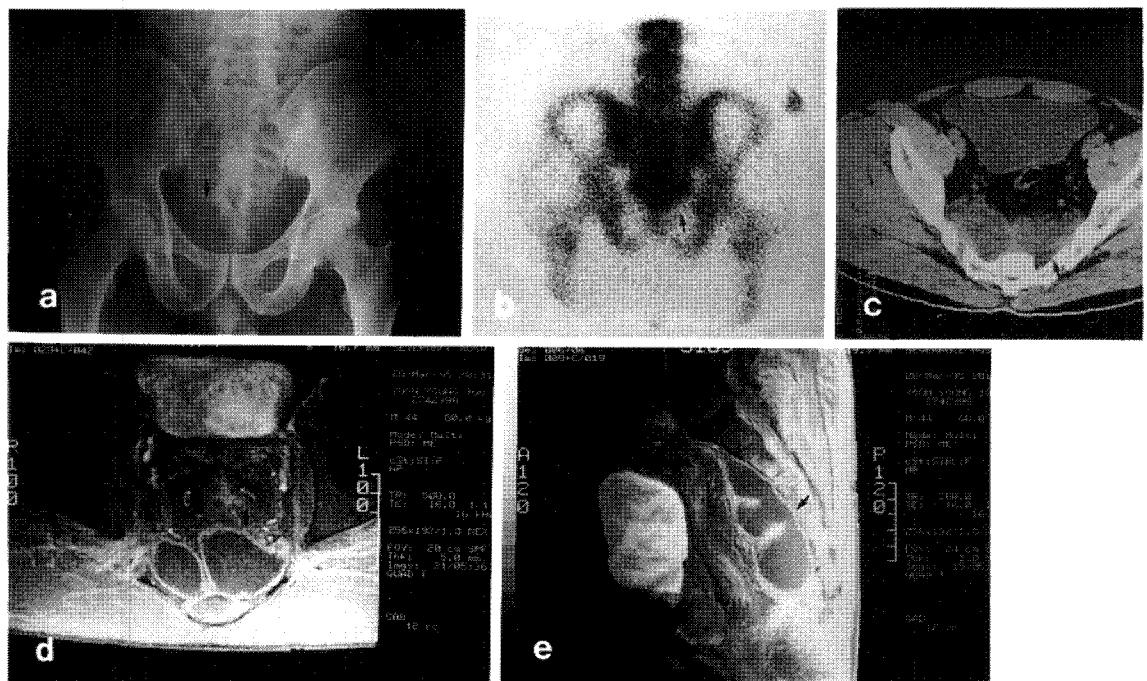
Pelvis anteroposterior radiograph shows about 2cm sized bony destructive and erosive lesion on right sacrum.
